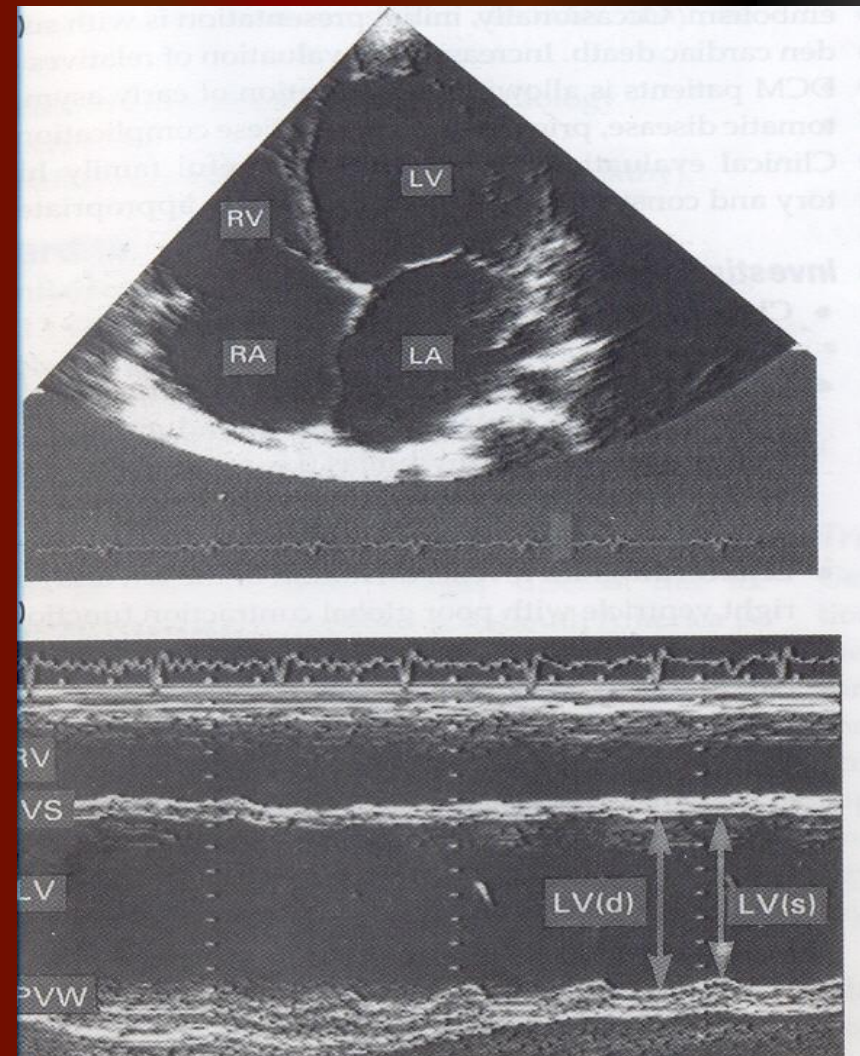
Dilated cardiomyopathy shown in two-dimensional (typical four-chamber view) and M-mode echocardiograms. The heart has a 'globular' appearance with all four chambers dilated. The extremely impaired left ventricular function can be appreciated from the M-mode recording. Compare the systolic shortening fraction with that of Figures 13.22 and 13.74. LA, left atrium; RA, right atrium; RV, right ventricle; LV, left ventricle; LV(d) and LV(s), diastolic and systolic left ventricular dimensions; IVS, interventricular septum; PVW, posterior ventricular wall.
